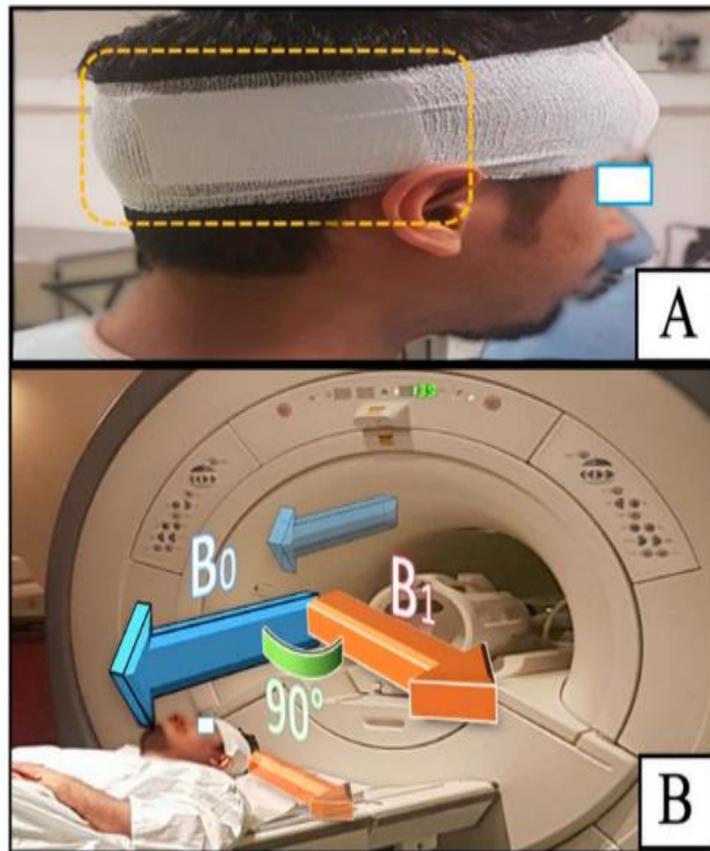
(A) Aplicación de la férula de plástico en el sitio del implante. (B) Demostración de la RM B_0 y la orientación de los campos magnéticos del implante B_1 que deben respetarse. Imagen extraída del artículo de Bawazeer y colaboradores citado en la bibliografía.
